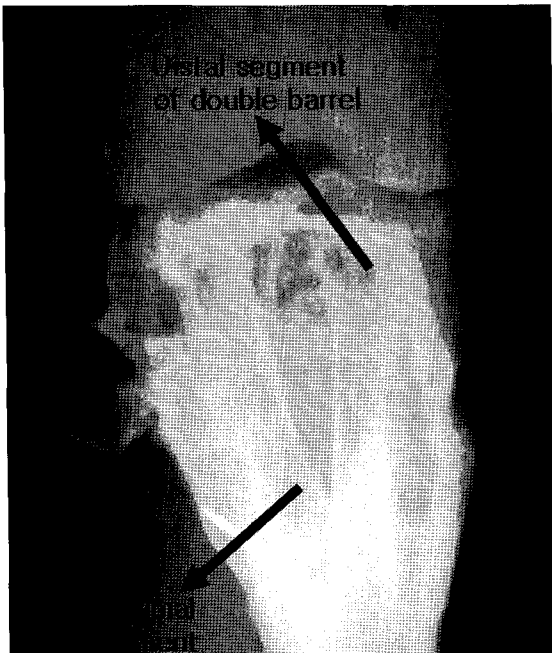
Radiograph that shows bony union at proximal tibia postoperatively 4 years after performing double barrel fibular graft and autogenous cancellous bone graft for huge giant cell tumor.
